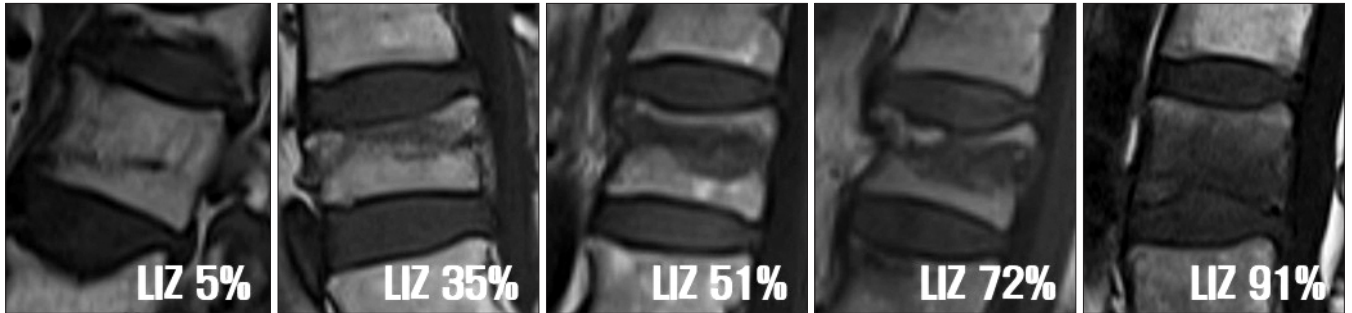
Sagittal image of the T1 magnetic resonance imaging according to the size of the low intensity zone (LIZ). From grades 1 of the left side to 5.
